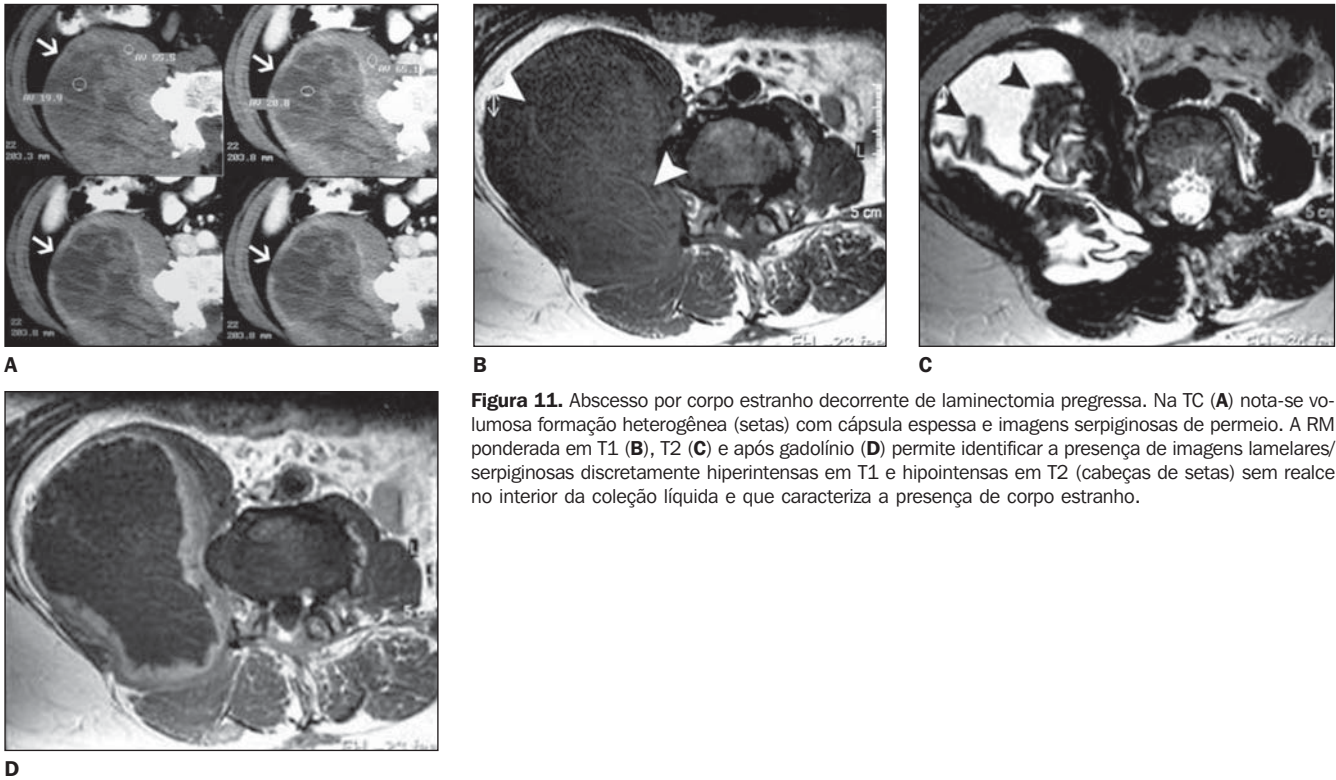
Abscesso por corpo estranho decorrente de laminectomia progressa. Na TC (A) nota-se volumosa formação heterogênea (setas) com cápsula espessa e imagens serpiginosas de permeio. A RM ponderada em T1 (B), T2 (C) e após gadolínio (D) permite identificar a presença de imagens lamelares/serpiginosas discretamente hiperintensas em T1 e hipointensas em T2 (cabeças de setas) sem realce no interior da coleção líquida e que caracteriza a presença de corpo estranho.
